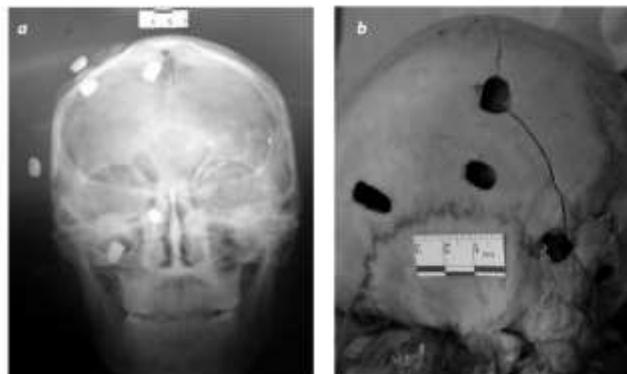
(a) Radiografía en la que se evidencian múltiples proyectiles de 6 mm en el cráneo, (b) las mismas lesiones en el hueso documentadas durante la necropsia (15)
